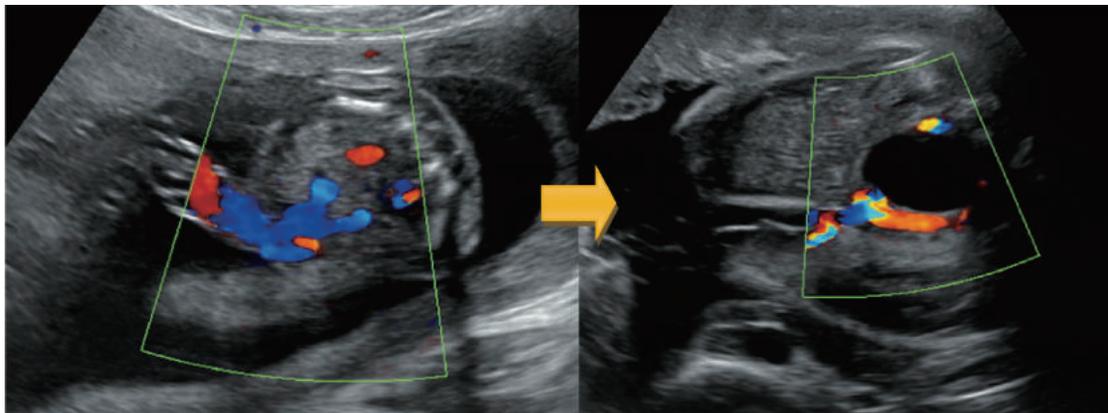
症例1のカラー Doppler 写真。妊娠20週3日ではカラー Doppler 法で2本の臍帯動脈の血流が確認できるが、妊娠36週2日では右臍帯動脈の血流しか確認されなかった(左; 20週, 右; 34週)。
